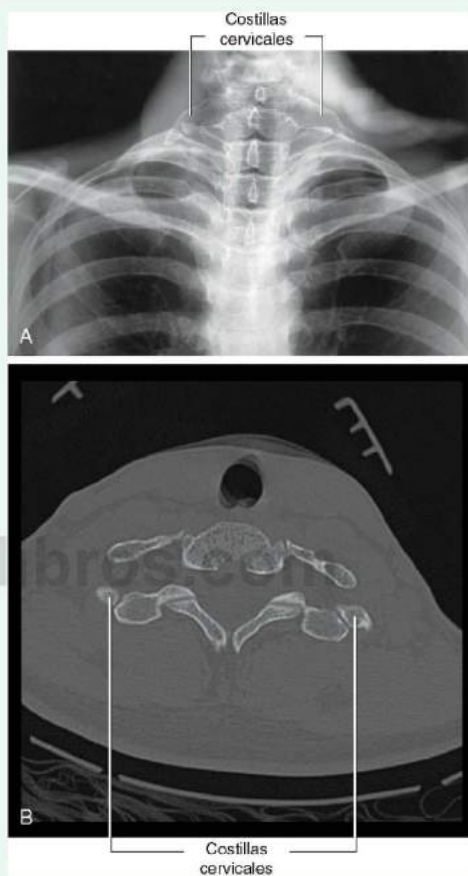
Costillas cervicales. A. Radiografía cervical donde se observan costillas cervicales bilaterales. B. Tomografía computarizada coronal donde se observan costillas cervicales.
